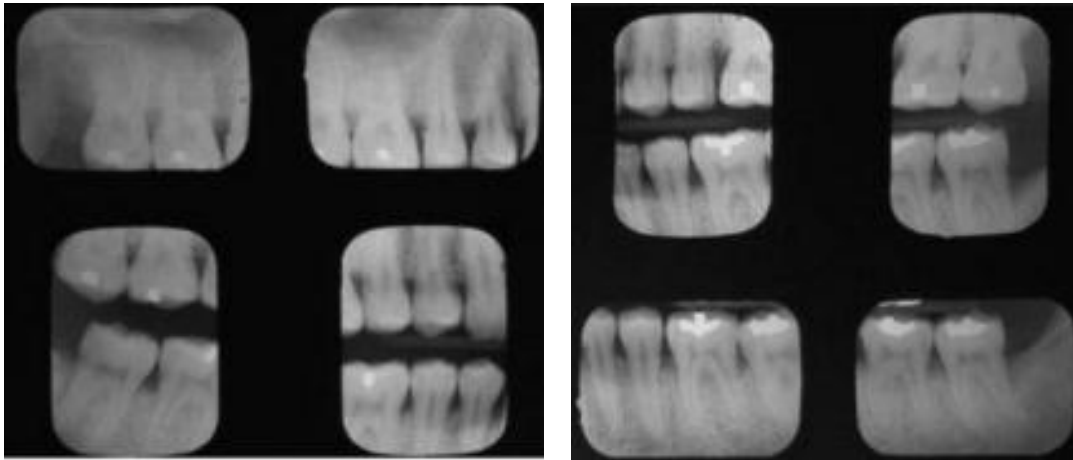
Radiografías de mayor magnificación de los sitios con periodontitis.
